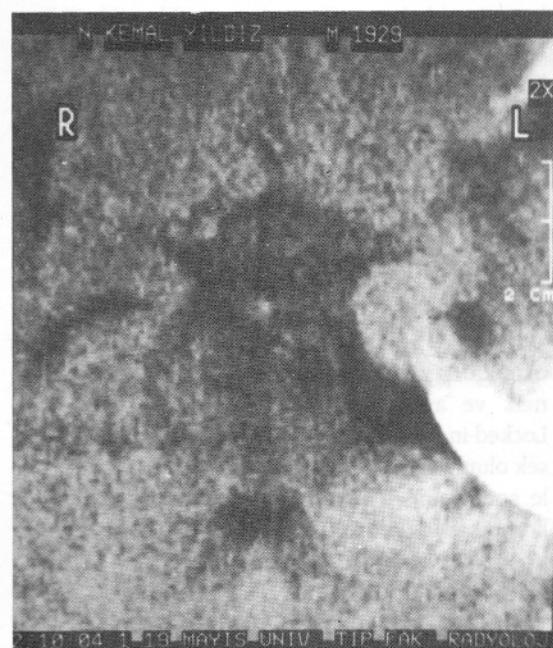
1.Yüksek rezolutyonlu BT ile çekilen beyin sapi kesitlerinde baziler arter duvarında kalsifiye atherom plaqı görülüyor.
